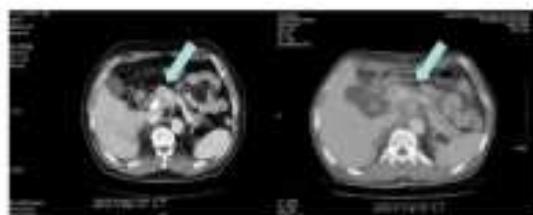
CT (Slightly increased from 7th February 2006)
